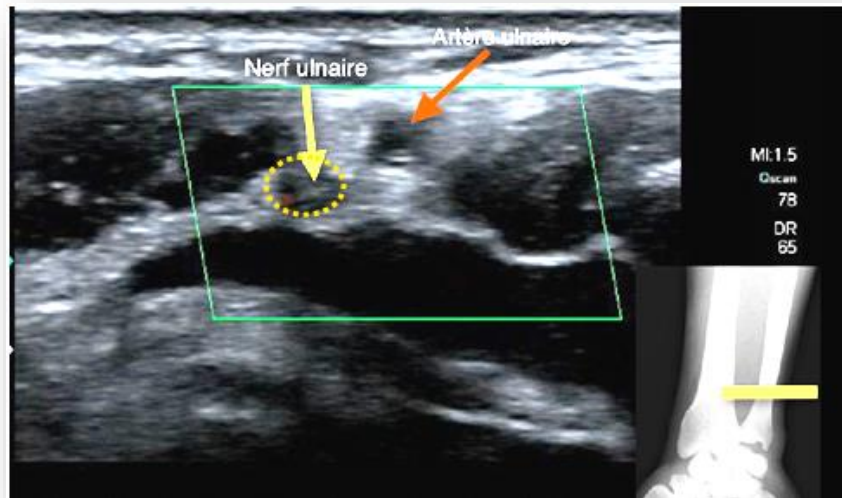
Image échographique axiale passant à 2 cm au-dessus du pli proximal du poignet montrant un groupe de fascicules hypoéchogènes dans un environnement hyperéchogène (aspect de petit ovaire). Le nerf ulnaire apparaît comme une structure fasciculaire hypoéchogène, arrondie ou ovale en coupe transversale. Il a, un diamètre moyen antéropostérieur de $3,0 \pm 1$ mm dans la portion proximale du canal ulnaire. (Service de radiologie. Hôpital militaire de Ain Nadja). 2016
